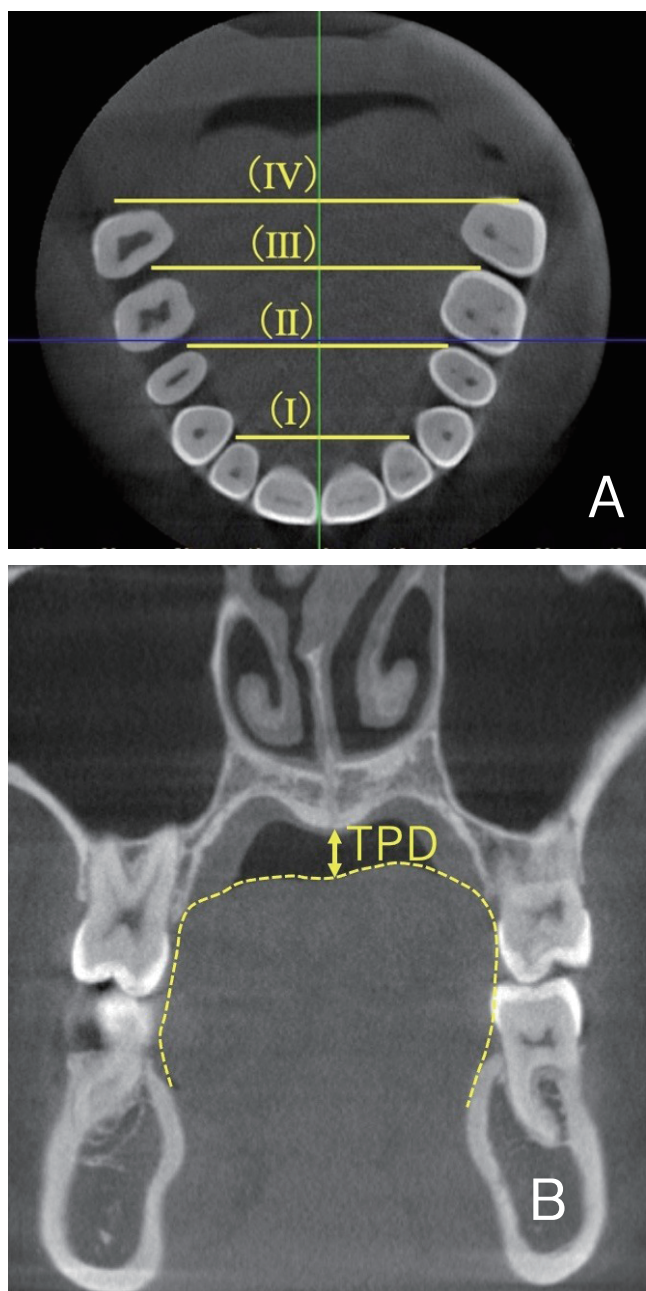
前頭断CBCT画像における舌背-口蓋間距離の計測項目
